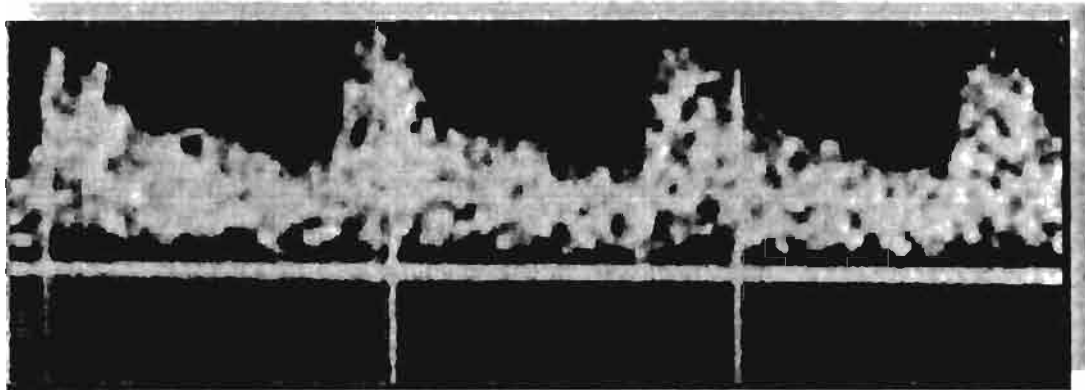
Fase I, espectro Doppler
